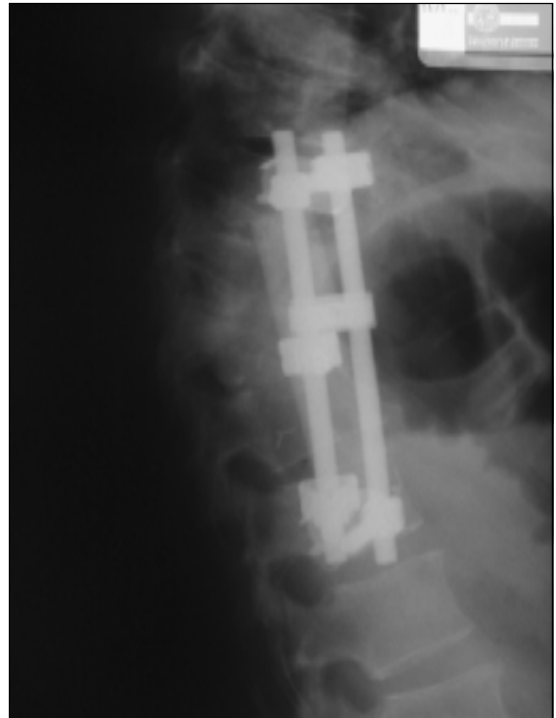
Radiografía lateral postoperatoria del mismo paciente de la Figura 1. Se observa corpectomía, injerto y estabilización anterior.
